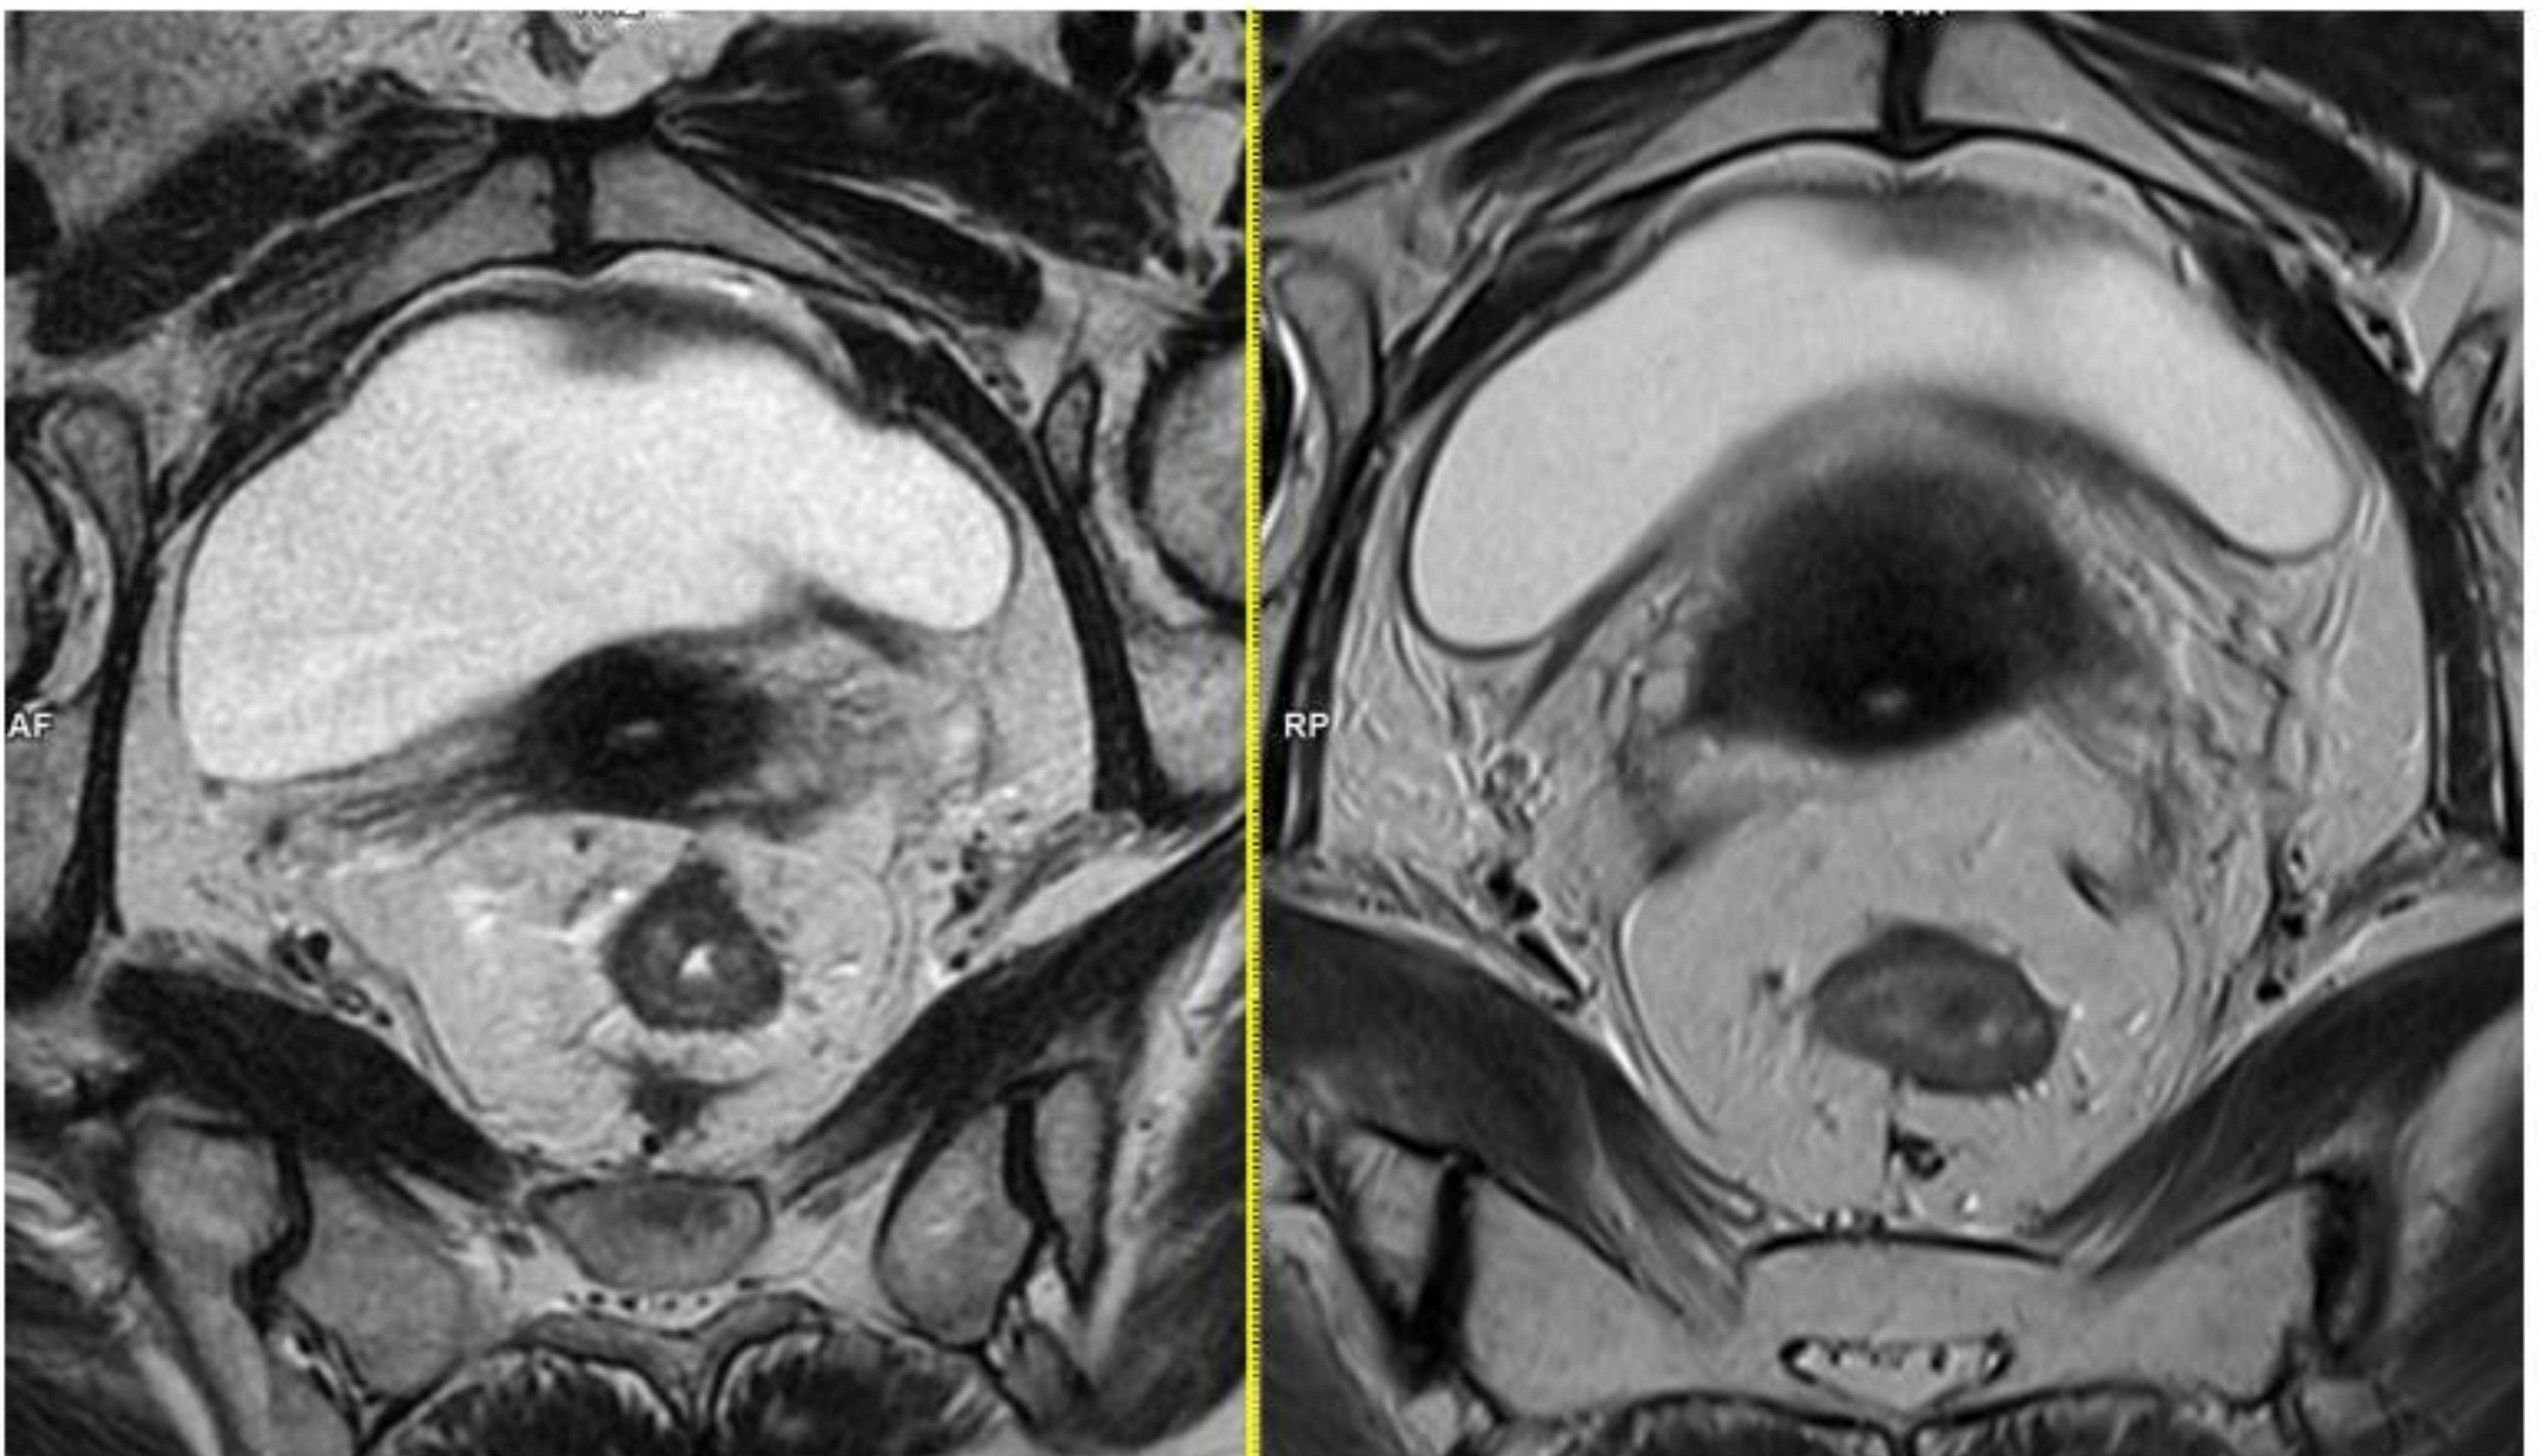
A la izquierda T2 axial de la RM inicial (tumor circunferencial de recto medio T3bN1c) a la derecha T2 axial en RM final (ypT0N1b)
